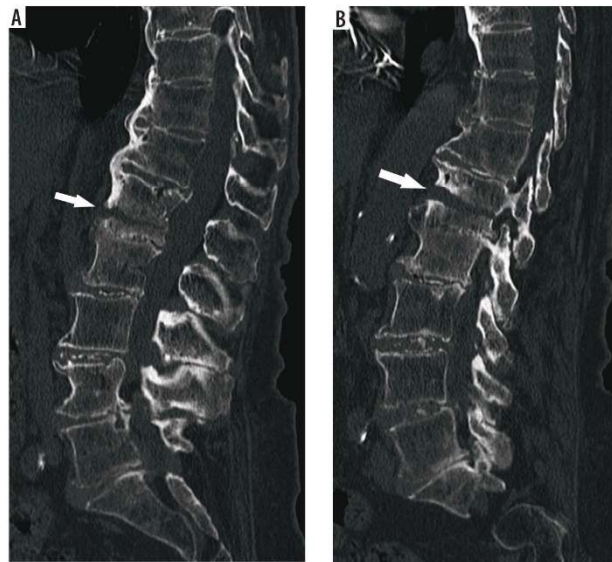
Hyperextension fracture in 92-year-old women with disseminated idiopathic skeletal hyperostosis after a fall from standing height. (A) Midline and (B) paramidline sagittal CT images show a transverse transvertebral distraction fracture of L1 (arrows) with preservation of the posterior spinal elements
